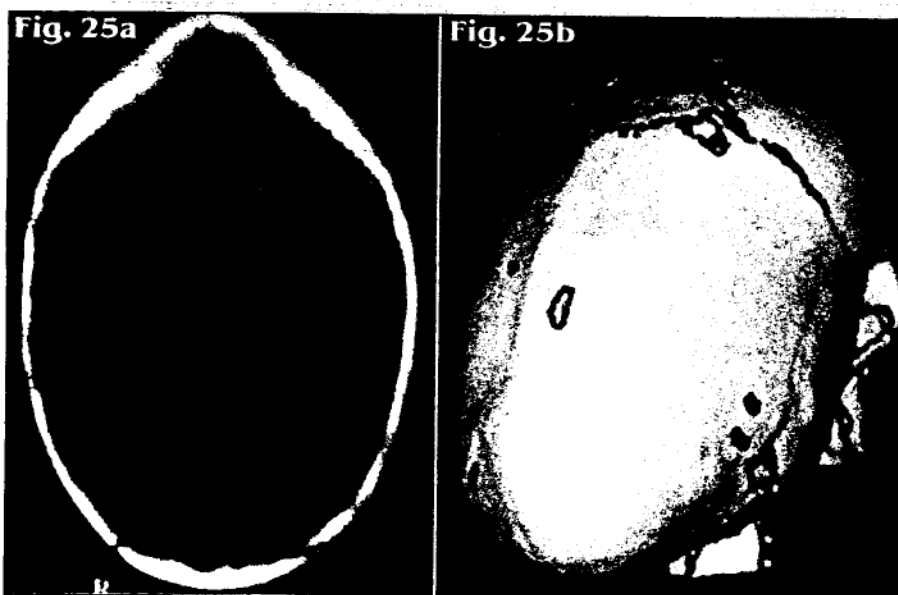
CT spirală nativ într-un caz de scafocefalie
